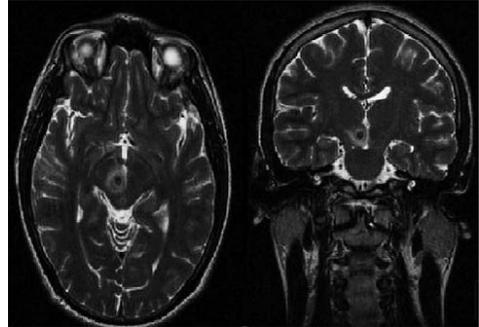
Cortes transversal y coronal de RMN craneal. Lesión nodular de aproximadamente 6 mm. en pedúnculo mesencefálico derecho. Edema periférico con imagen de hiposeñal central, en relación a la actividad inflamatoria-liberación del cisticerco.
